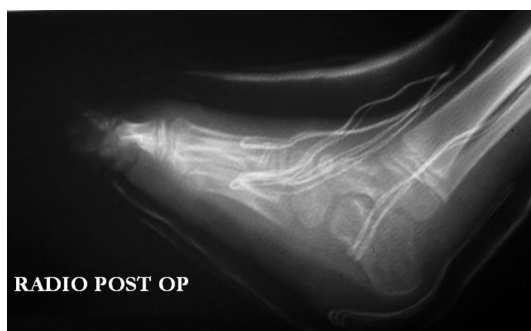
Radiographie postopératoire après libération plantaire, double transfert et ostéotomie du cuboïde.
